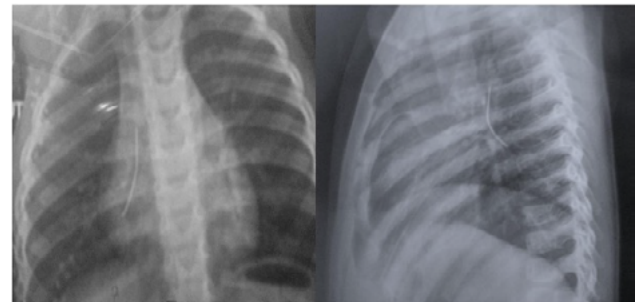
Radiographie de thorax de face et de profil montrant une épingle au niveau de la bronche souche droite
